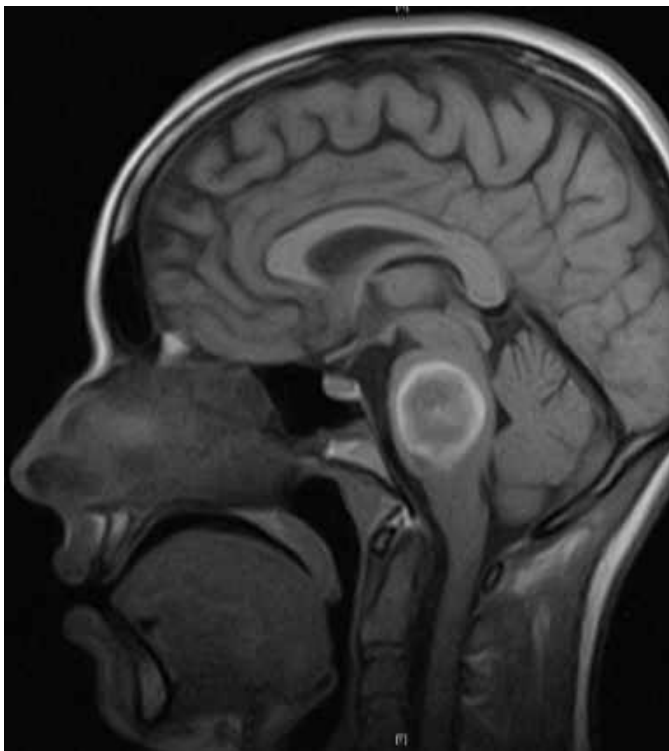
МРТ головного мозку (Т1 ЗЗ, сагітальний зріз) після другого крововиливу (спостереження №2, хвора Н-а, історія хвороби №510).
